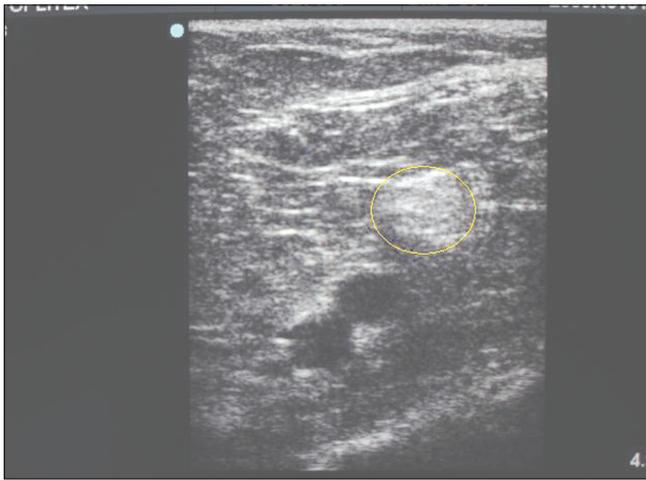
Imagen ultrasonográfica para la realización de un bloqueo del nervio ciático.
